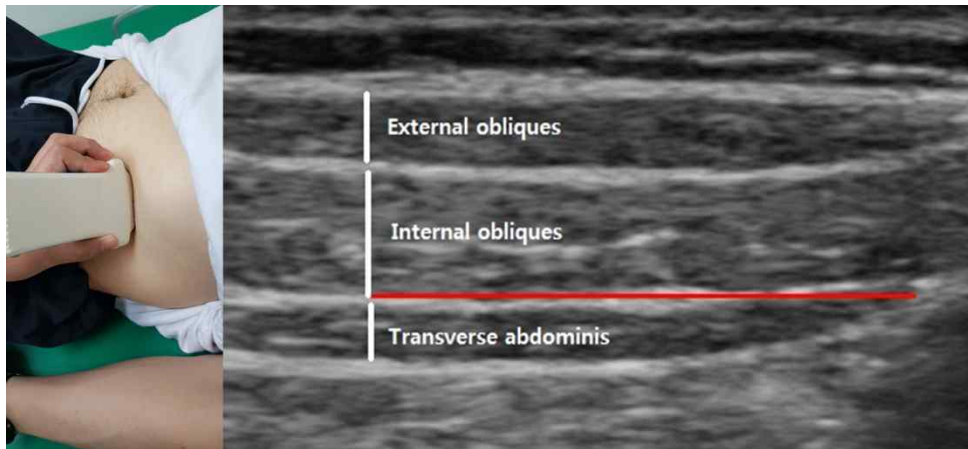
Ultrasound image of abdominal muscles
